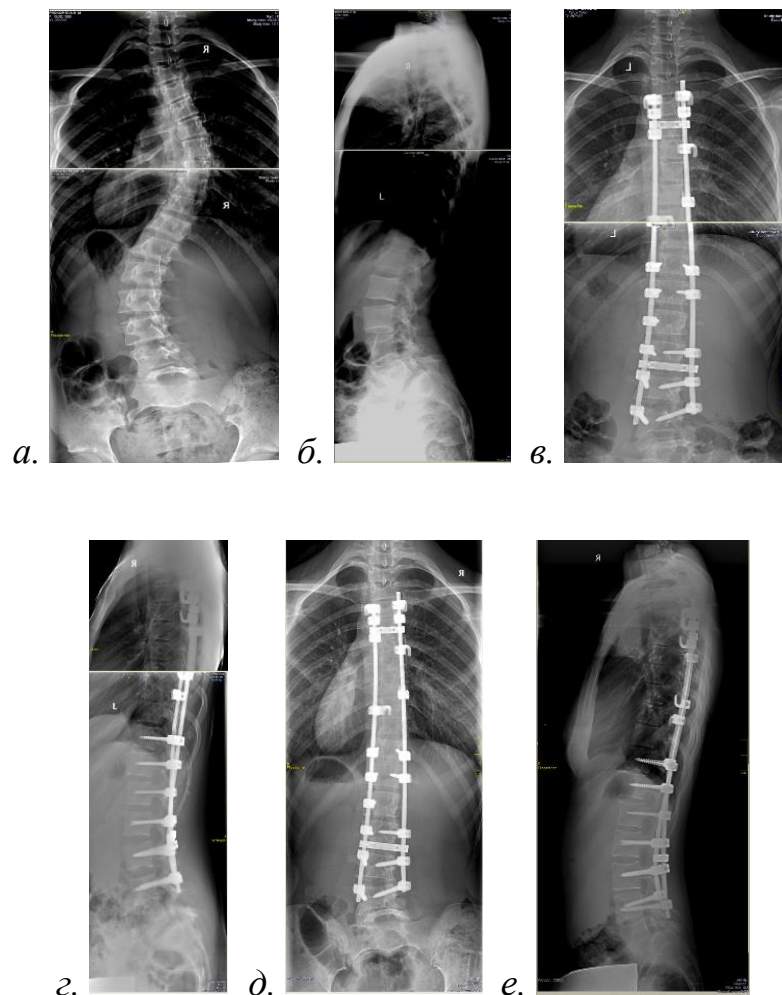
Рентгенограммы пациентки слева направо: *а* – прямая проекция до операции; *б* – боковая проекция до операции; *в* – прямая проекция сразу после операции; *г* – боковая проекция сразу после операции; *д* – прямая проекция через 5 лет после операции; *е* – боковая проекция через 5 лет после операции
